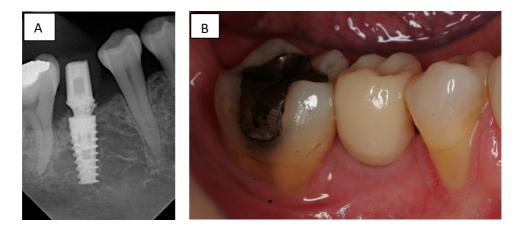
A. Radiografia periapical imediatamente após a instalação do implante. B. Vista intra-bucal mostrando reabilitação com prótese provisória implantossuportada.
